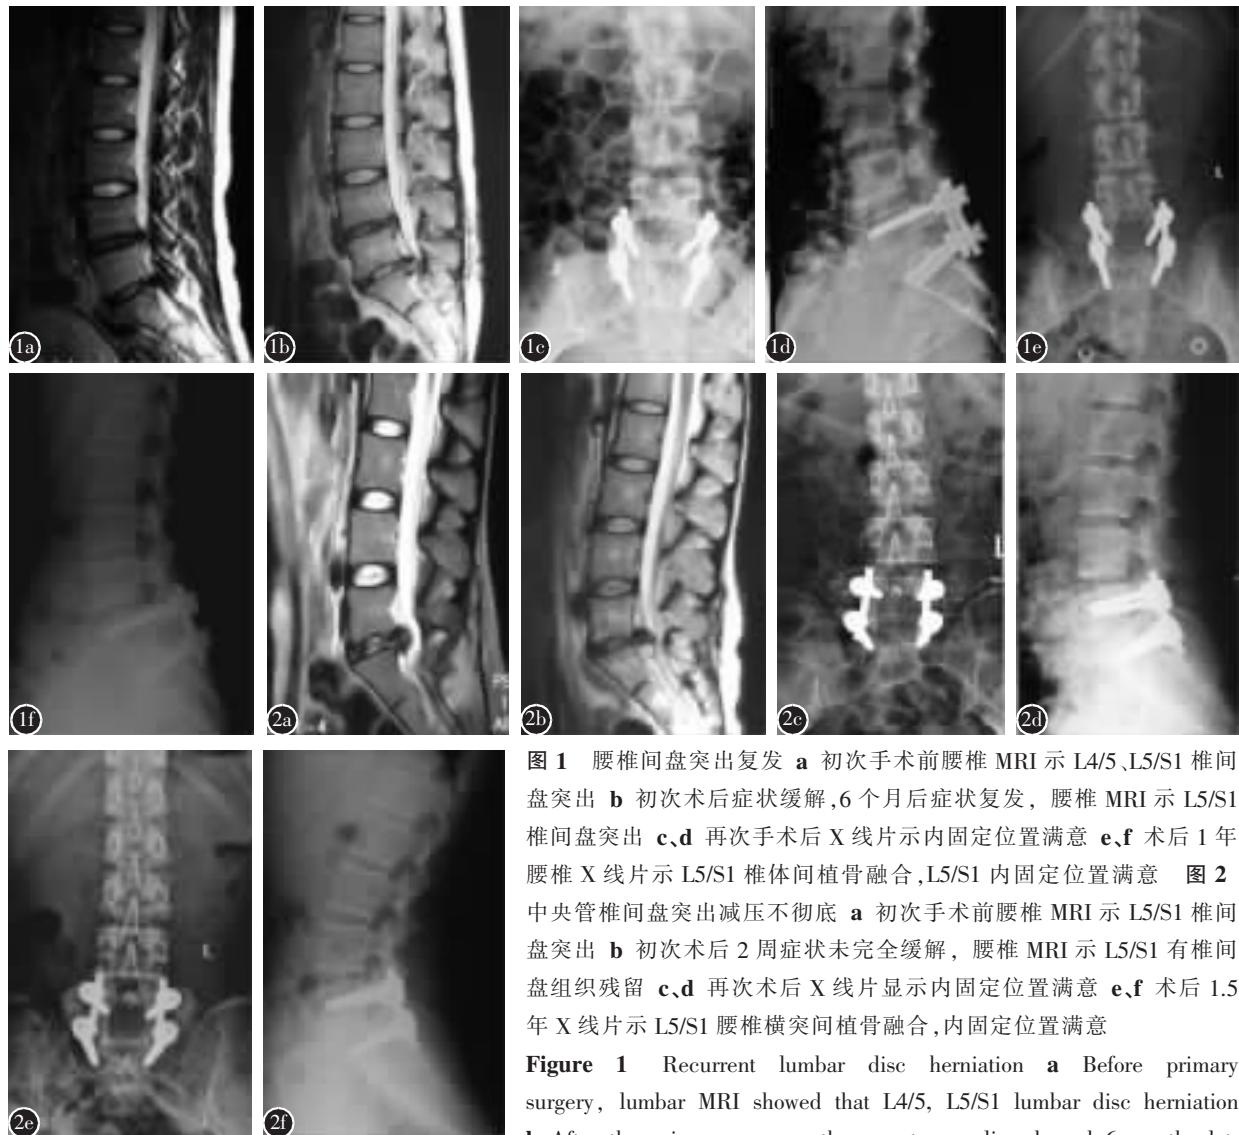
腰椎间盘突出复发 a 初次手术前腰椎 MRI 示 L4/5、L5/S1 椎间盘突出 b 初次术后症状缓解, 6 个月后症状复发, 腰椎 MRI 示 L5/S1 椎间盘突出 c、d 再次手术后 X 线片示内固定位置满意 e、f 术后 1 年腰椎 X 线片示 L5/S1 椎体间植骨融合, L5/S1 内固定位置满意 图 2 中央管椎间盘突出减压不彻底 a 初次手术前腰椎 MRI 示 L5/S1 椎间盘突出 b 初次术后 2 周症状未完全缓解, 腰椎 MRI 示 L5/S1 有椎间盘组织残留 c、d 再次术后 X 线片显示内固定位置满意 e、f 术后 1.5 年 X 线片示 L5/S1 腰椎横突间植骨融合, 内固定位置满意
